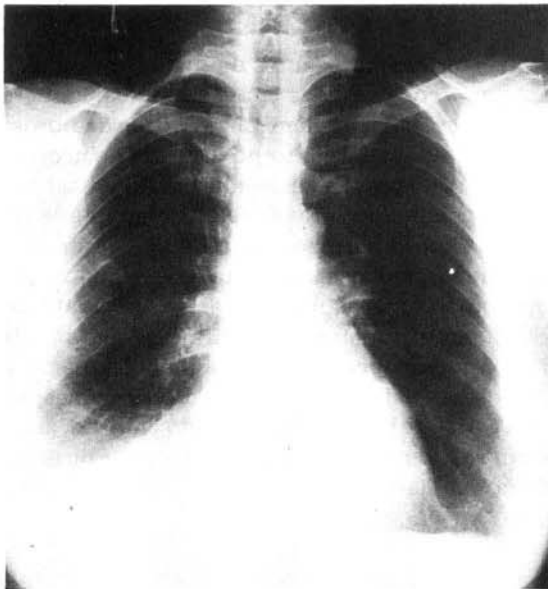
Radiografia pulmonar mostrando derrame pleural à direita.
